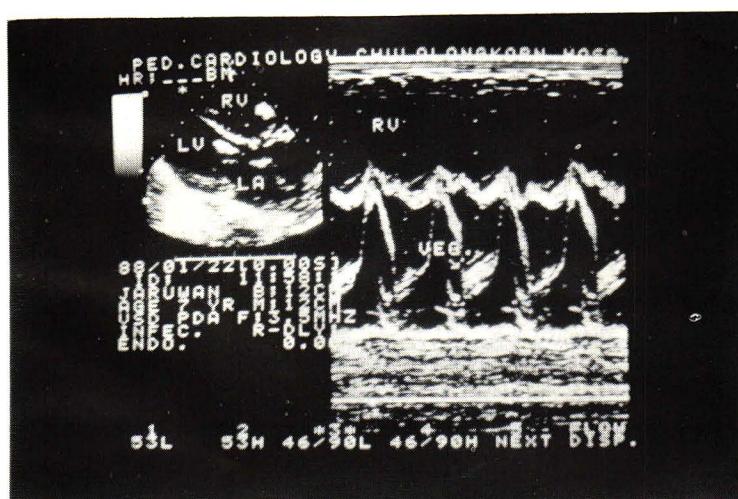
M-mode echocardiography of a patient age 7 years with ventricular septal defect. Recording of mitral valve motion reveals shaggy mass attach to anterior mitral valve leaflet.
